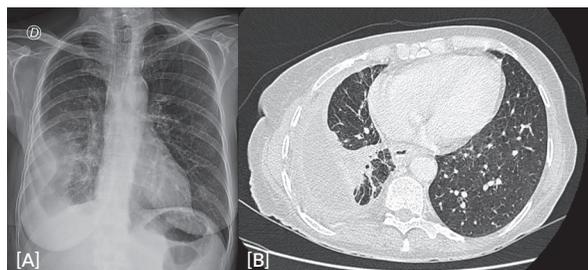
Radiografia de tórax PA com evidência da hipotransparência no 1/3 inferior do campo pulmonar direito, com heterogênea na metade interna e homogênea na externa, com obliteração do terço externo da hemicúpula diafragmática direita (A). Na TC de tórax identificadas alterações cicatriciais com derrame pleural loculado e paquipleurite (B).
